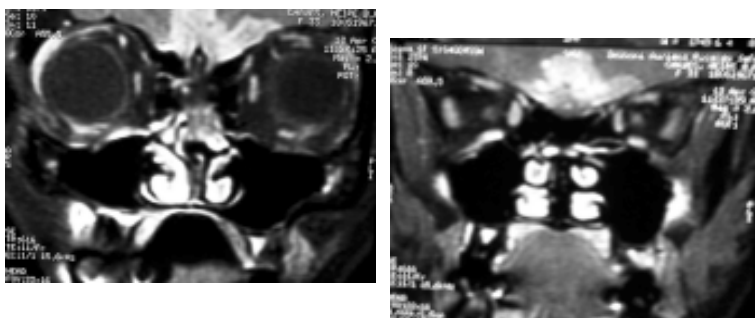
Ressonância magnética de crânio- corte coronal, mostrando lesão hipercaptante em região de goteira olfatória e lobo frontal
